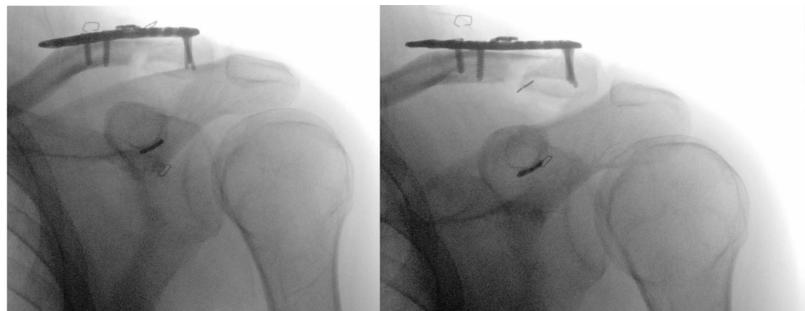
Radiografías posteriores a la cirugía
